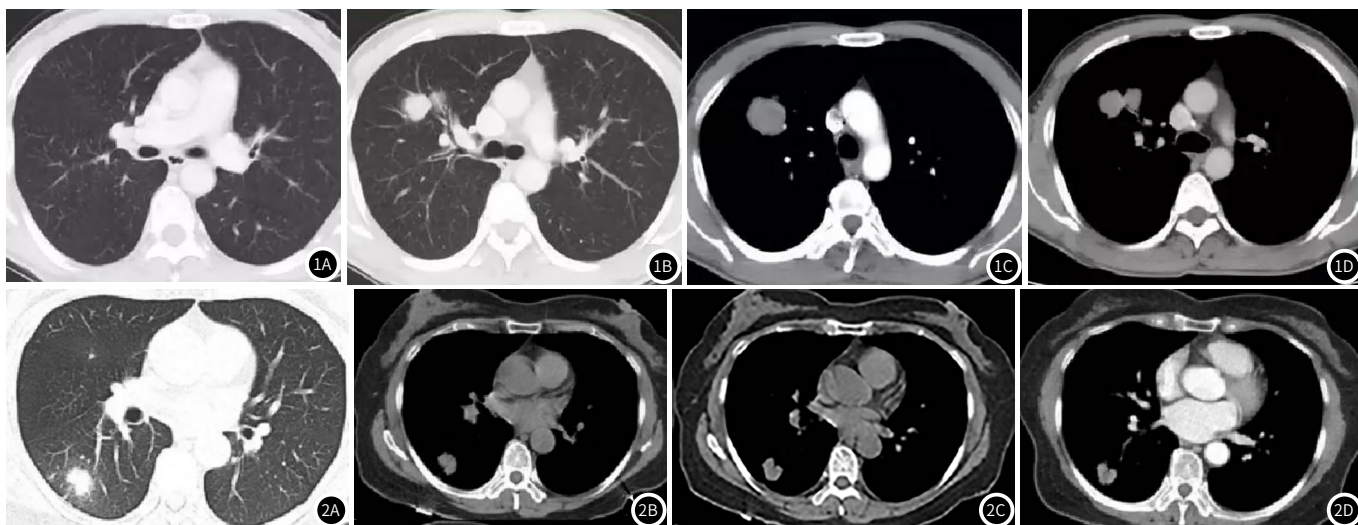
患者, 男性, 50岁, 咳嗽咳痰2月余, 行胸部X片检查提示右肺占位, 患者现有轻微咳嗽, 咳痰, 痰为白色, 伴胸痛, 无咯血, 胸闷, 心慌气短等其他不适, 无明显体重体质改变, 精神及一般情况好。MSCT检查: 周围型肺癌。图2 患者, 女, 60岁, 因“体检发现右下肺占位病变3d”入院, MSCT检查: 肺炎性假瘤。
